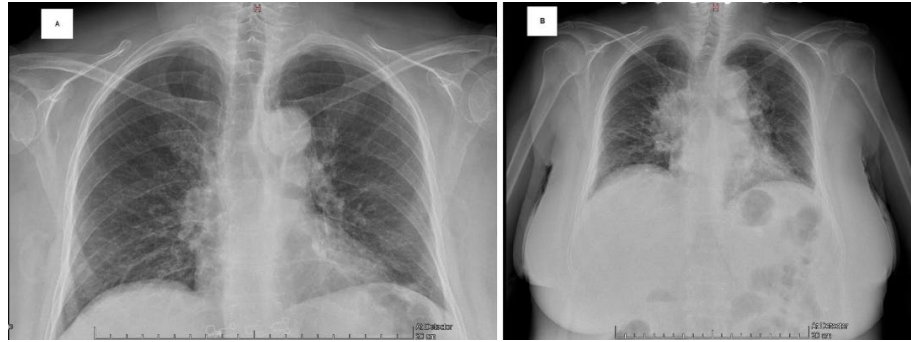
Radiografías de tórax incidencia postero-anterior. (A) Radiografía adquirida 13 julio 2024 poco inspirada y penetrada con hilio pulmonar prominente, reforzamiento de trama broncovascular condicionando patrón reticular lineal e imagen radiolúcida redondeada en octavo espacio intercostal derecho. (B) Radiografía adquirida 31 marzo 2025 con patrón alveolar parahiliar derecho e imágenes radiolúcidas redondeadas en ambos hemitórax sin borramiento de ángulos frénicos sugestivos de derrame pleural.
